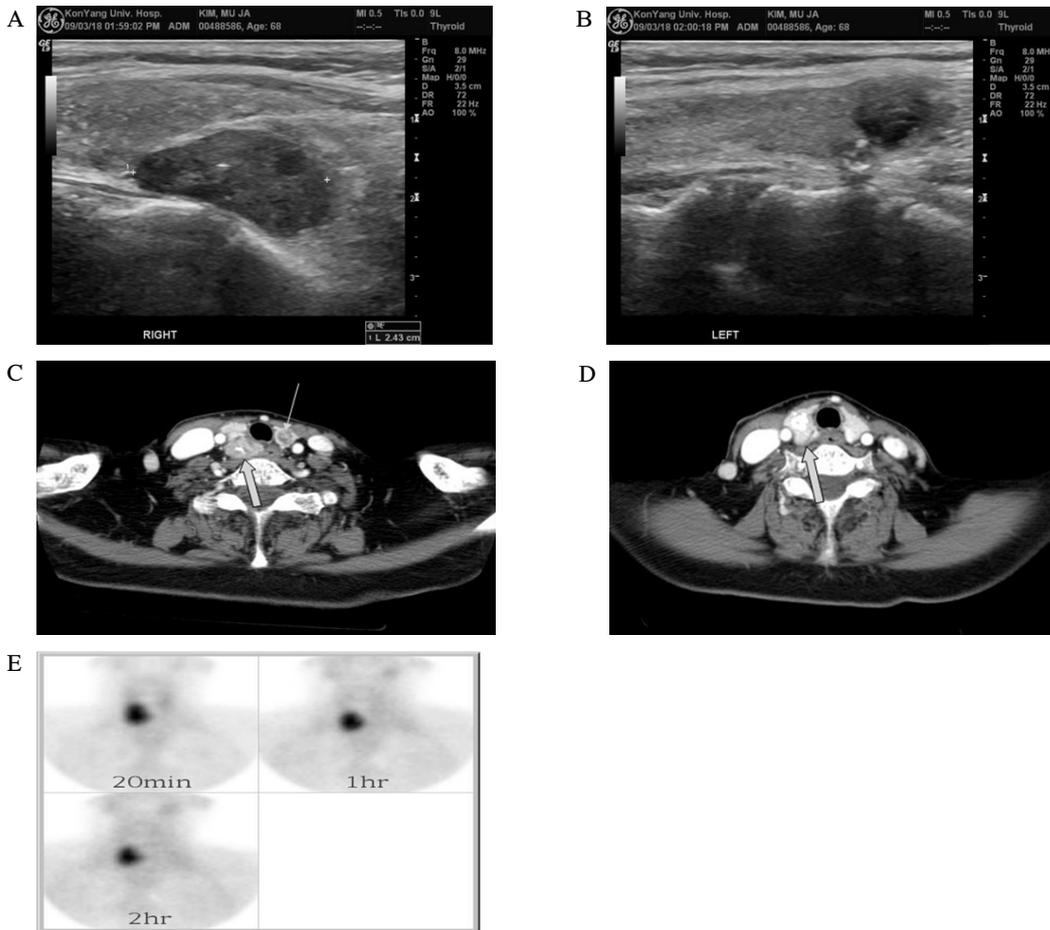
A, B. A preoperative neck ultrasonography. Ultrasonographic findings of the neck shows about 2.43 cm sized mass lesion is seen in right lower perithyroid area (A), about 1 cm sized cystic lesion is seen in left. thyroid lower pole (B). C, D. A preoperative axial neck CT scan. C. The calcified right parathyroid mass (thick arrow, 2.4 × 1.5 cm) has heterogeneous density and irregular margin from the thyroid gland. And left thyroid lobe nodule (thin arrow, 1.3 × 1.2 cm) was diagnosed as follicular adenoma. D. The right thyroid lobe nodule (thick arrow, 1.3 × 1.2 cm) which was finally revealed as a papillary carcinoma with ossification are seen. E. MIBI scan. Focal abnormal uptake persistently in right lower thyroid area in early and 2-hour delayed imaging. Cell survival curves measured by cell counting kit-8 after 48 hours of treatment with re-differentiation agents in FTC-133 cells. U0126, selective inhibitor of MEK1/2; LY294002, selective inhibitor of PI3K; TSA, trichostatin A.
